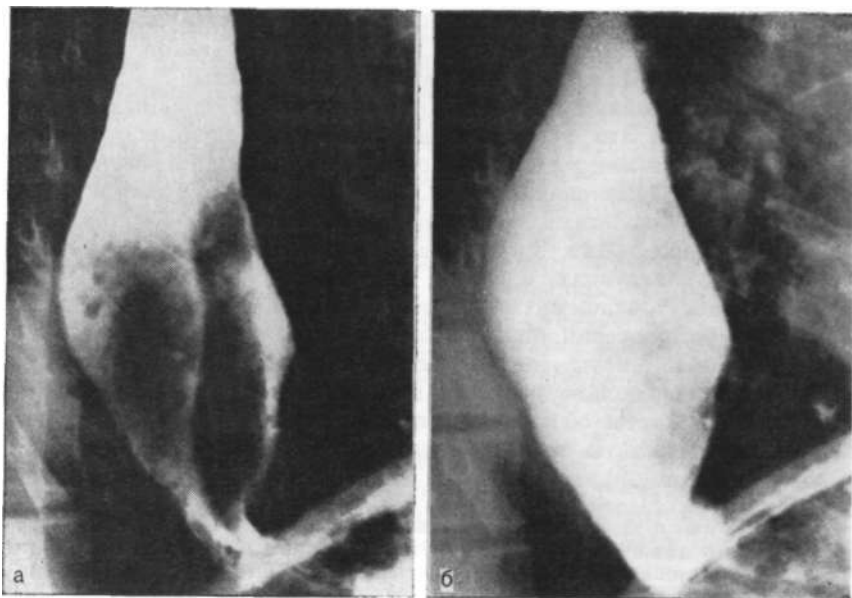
Рентгенограмма. Киста пищевода и симптоматическая ахалазия. а — ригидность латеральной стенки и атипизм рельефа; б — тугое наполнение, контуры пищевода не изменились, проходимость кардии нарушена.
